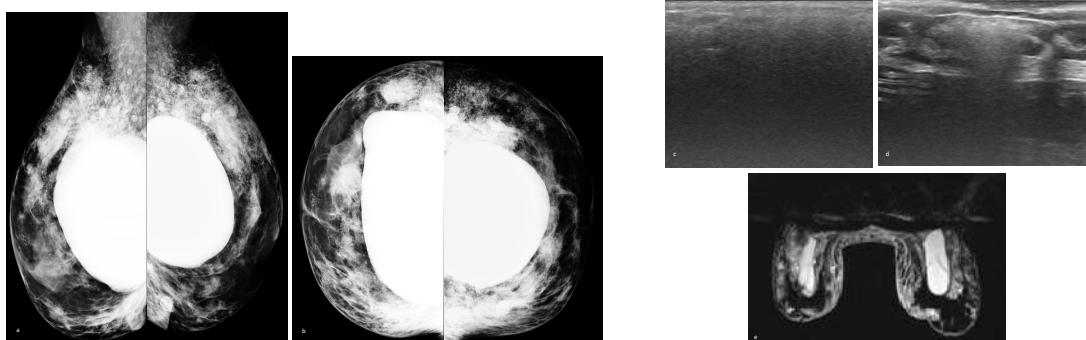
Inyección silicona líquida e implantes: (a,b) proyecciones OML y CC de ambas mamas con múltiples opacidades nodulares densas dispersas en ambas mamas. (c, d) US MD con mala transmisión del sonido y nódulos con artefactos en tormenta de nieve (e) RM secuencia axial "silicona blanca" con implantes y presencia de silicona extracapsular
